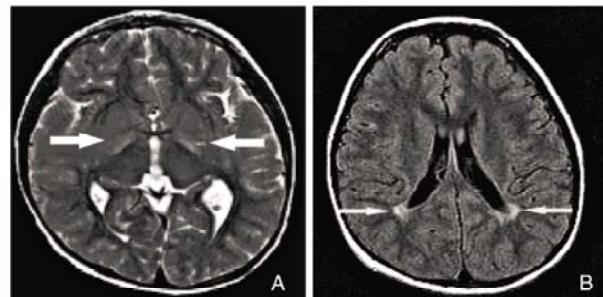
PDHA1基因突变患者脑MRI成像。A:T2相显示双侧苍白球对称性高信号，符合Leigh诊断；B:T2相显示双侧脑室周围白质高信号。
